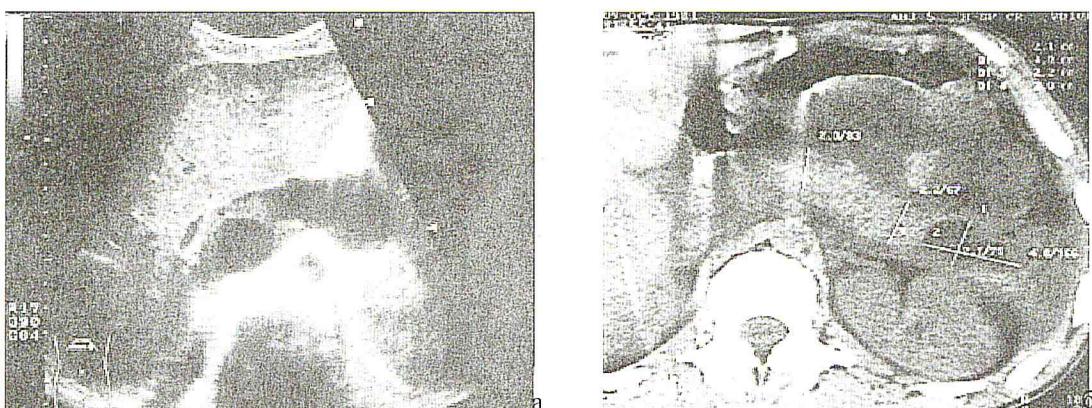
а – УЗИ, б – КТ псевдокисты поджелудочной железы
